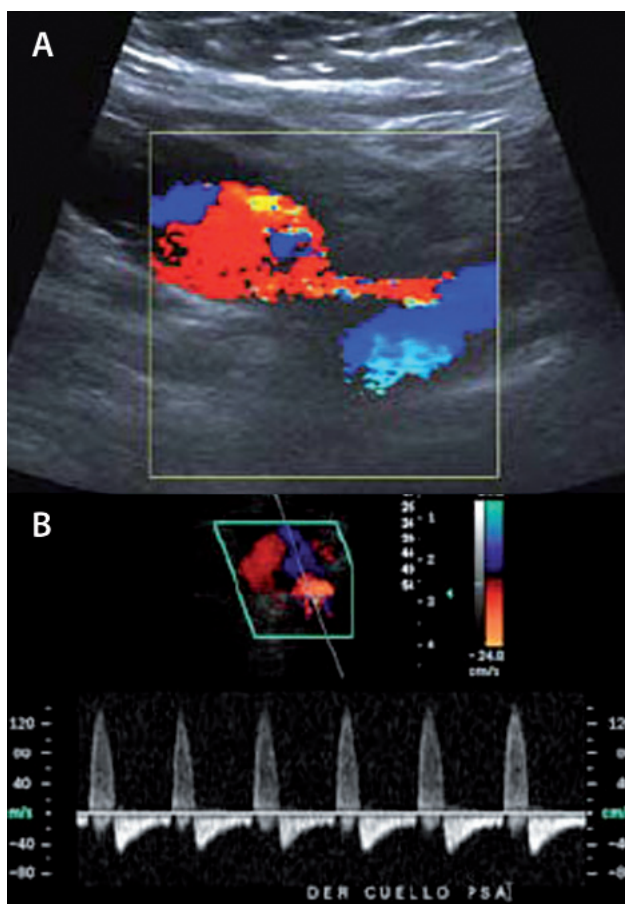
Signos ecocardiograficos de PF.
